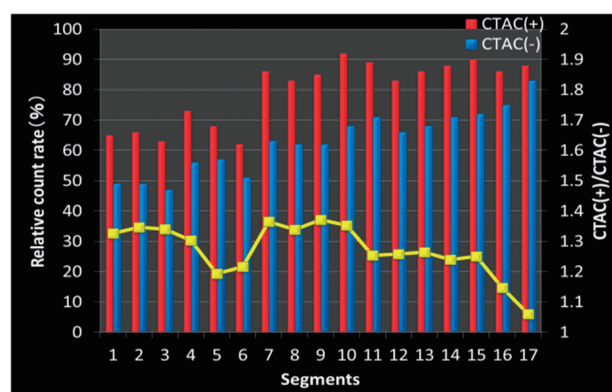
NaI-SPECT における PolarMap (17segments)
